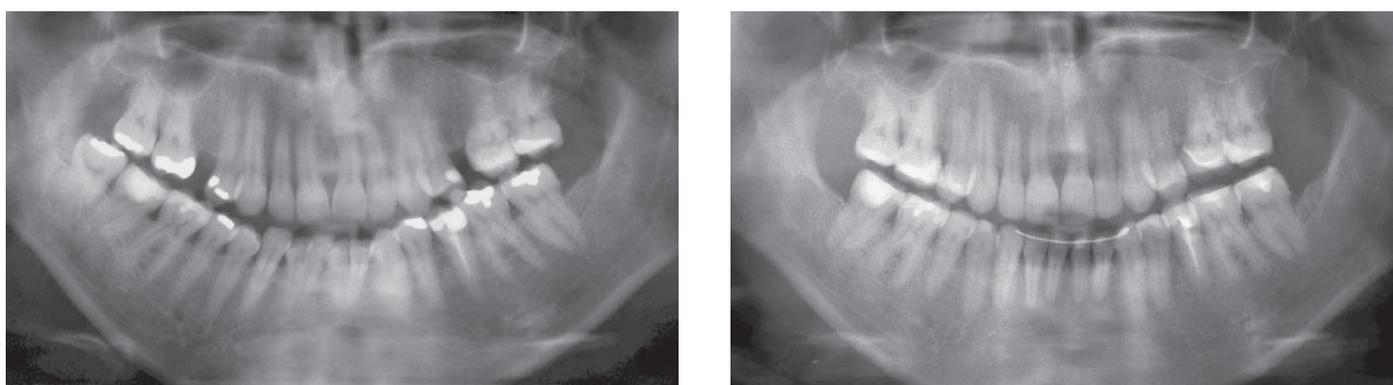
Radiografias panorâmicas inicial e final.
